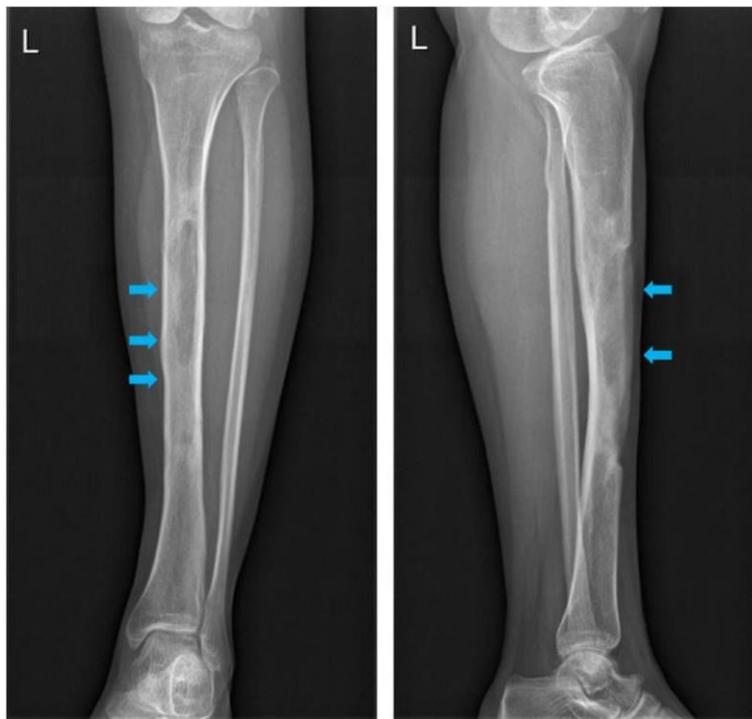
Un paciente recibió desbridamiento local e implantación de sulfato de calcio. La radiografía después de 6 meses mostró que la forma del eje de la tibia no estaba bien restaurada a la inicial, pero no se detectó fractura.
